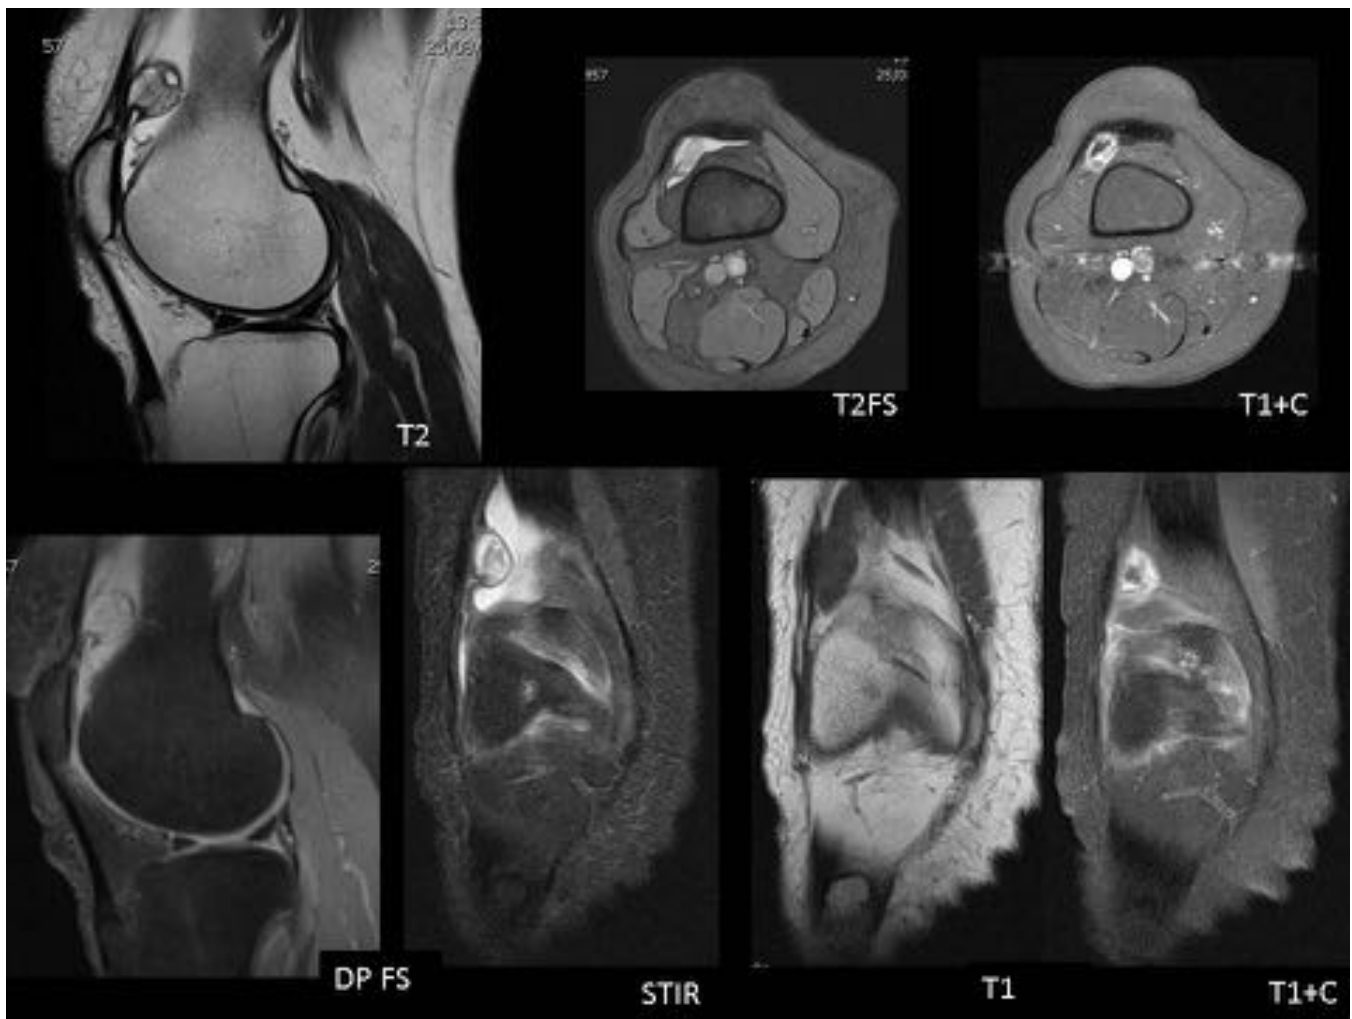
RM de rodilla de la paciente anterior en la que se confirma leve cantidad de derrame en bolsa suprarrotuliana y lesión nodular, que capta intensamente contraste, hallazgo compatible con una área de sinovitis nodular focal. Tras la escisión quirúrgica la AP concluyó que correspondía con cambios de sinovitis crónica.
